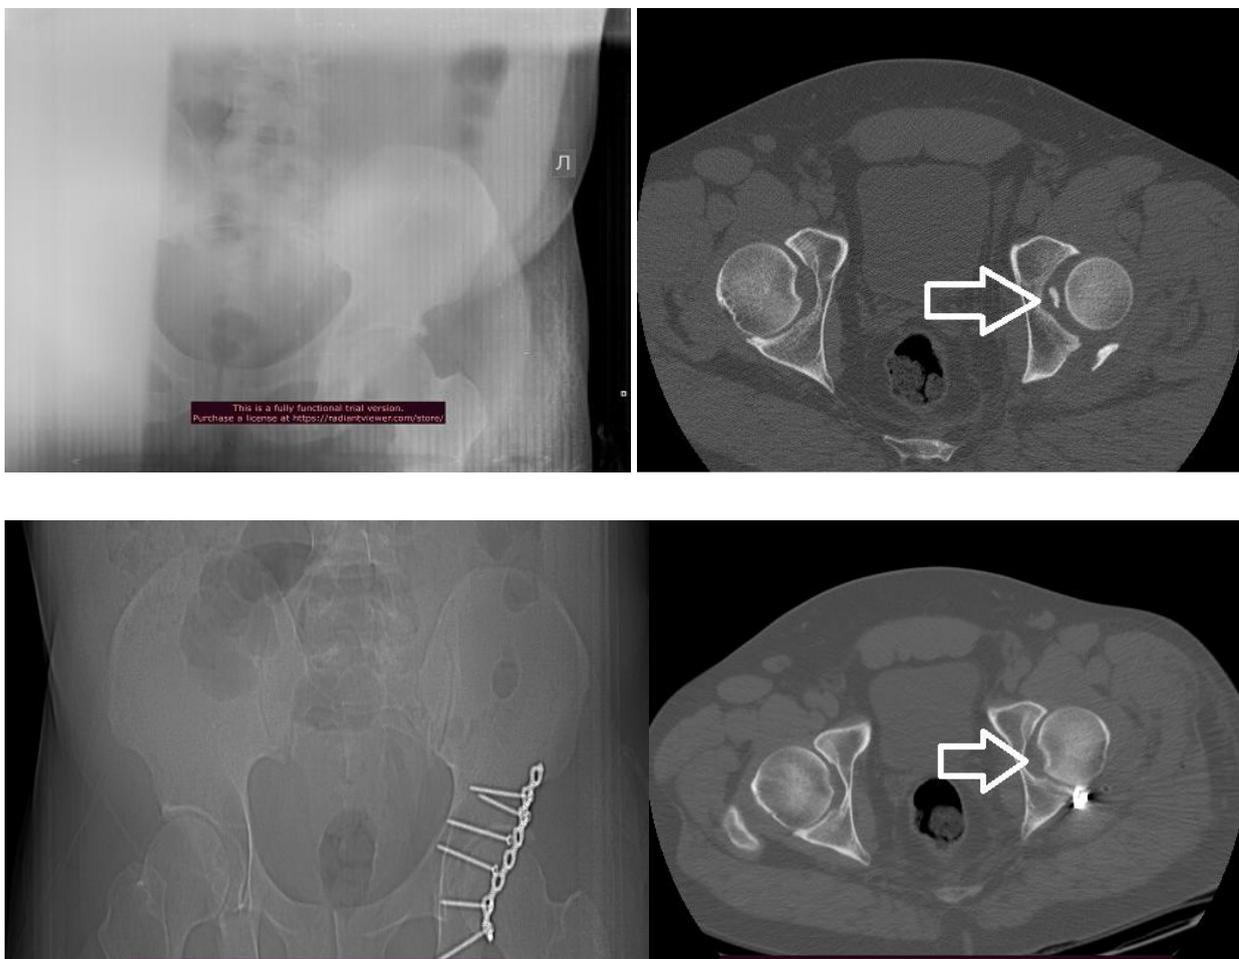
Рентгенограммы и компьютерные томограммы мужчины 43 лет; автодорожная травма (удар в область левого колена при столкновении).
